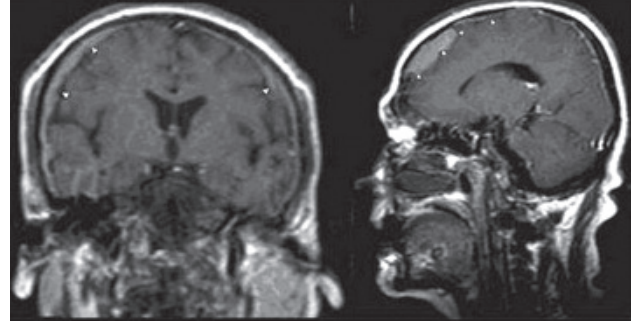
Sırasıyla aksiyel, koronal ve sagittal postkontrast T1A MRG'de her iki frontalde yer yer nodülerite gösteren diffüz dural kalınlaşma ve dural kontrastlanma izlenmektedir (oklar).
